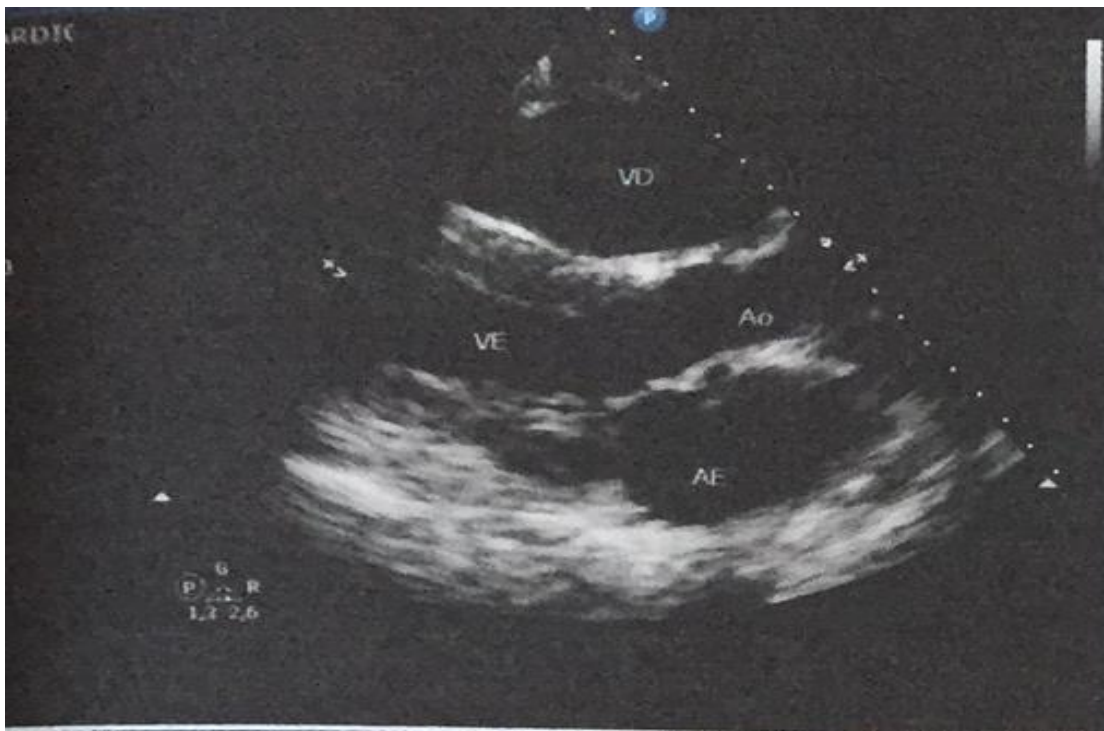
Ecocardiograma Transtorácico evidenciando ausência de alterações em cavidades cardíacas. AE – Átrio Esquerdo; Ao – Aorta; VD – Ventrículo Direito; VE – Ventrículo Esquerdo.
